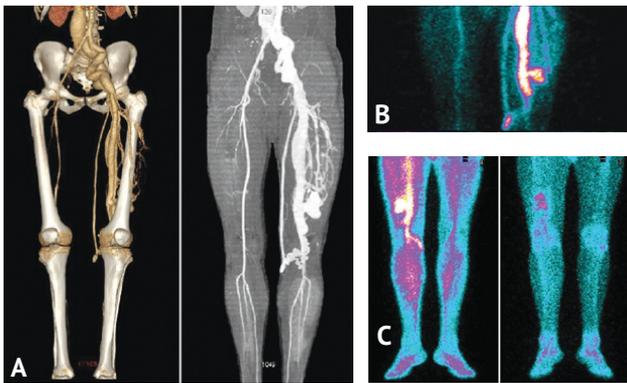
Гибридное исследование: А — компьютерно-томографическая ангиография артерий нижних конечностей: VRT и MIP (вид спереди). Визуализируется расширенная сосудистая сеть в мягких тканях левого бедра, расширенные подвздошные и бедренные магистральные сосуды слева, нижняя полая вена и заполненная контрастом полость псевдоаневризмы; В — радионуклидная ангиография (вид спереди): расширение бедренной артерии с ложной аневризмой в области нижней трети бедра; С — сцинтиграфия — тканевая и костная фазы (вид сзади): нарушение микроциркуляции в виде повышенного диффузного накопления радиофармпрепарата в области коленного сустава, очаговое повышение накопления в зоне ложной аневризмы
